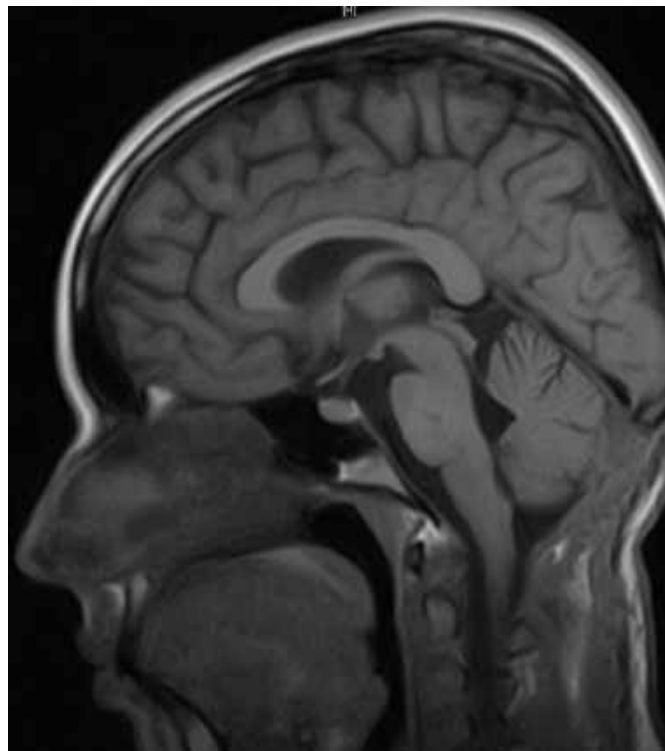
МРТ головного мозку (Т1 ЗЗ, сагітальний зріз) через рік після операції (спостереження №2, хвора Н-а, історія хвороби №510).
